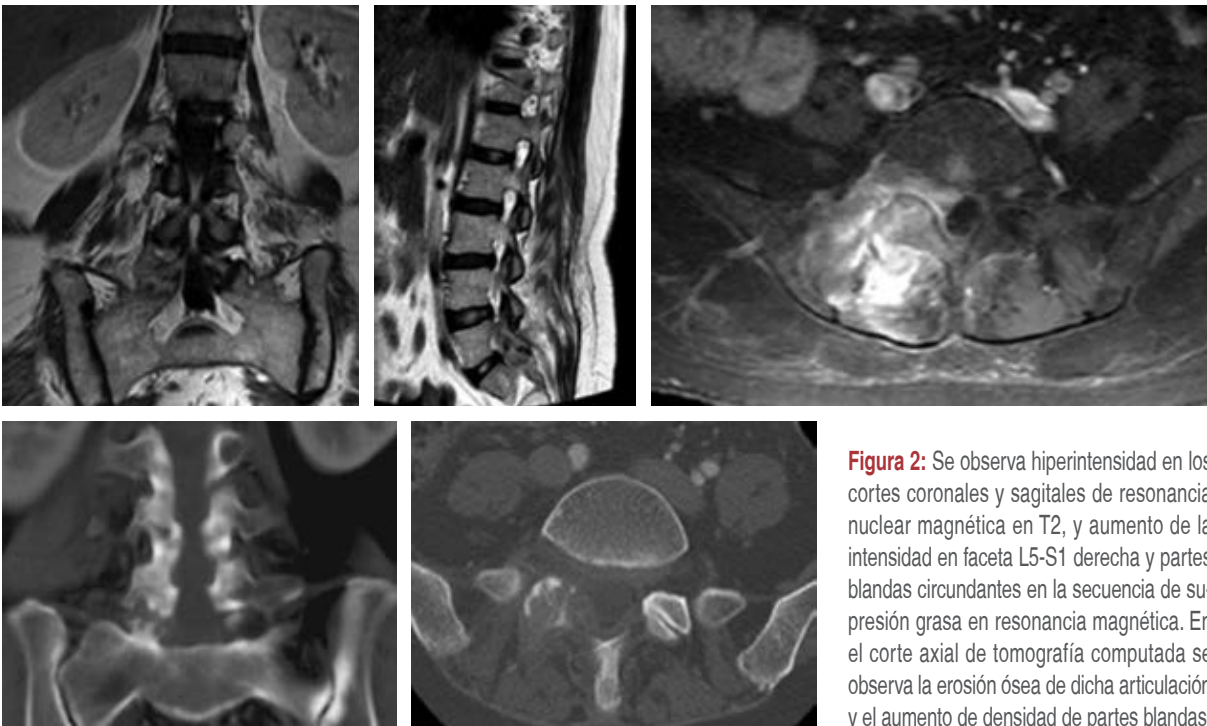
Se observa hiperintensidad en los cortes coronales y sagitales de resonancia nuclear magnética en T2, y aumento de la intensidad en faceta L5-S1 derecha y partes blandas circundantes en la secuencia de supresión grasa en resonancia magnética. En el corte axial de tomografía computada se observa la erosión ósea de dicha articulación y el aumento de densidad de partes blandas.
